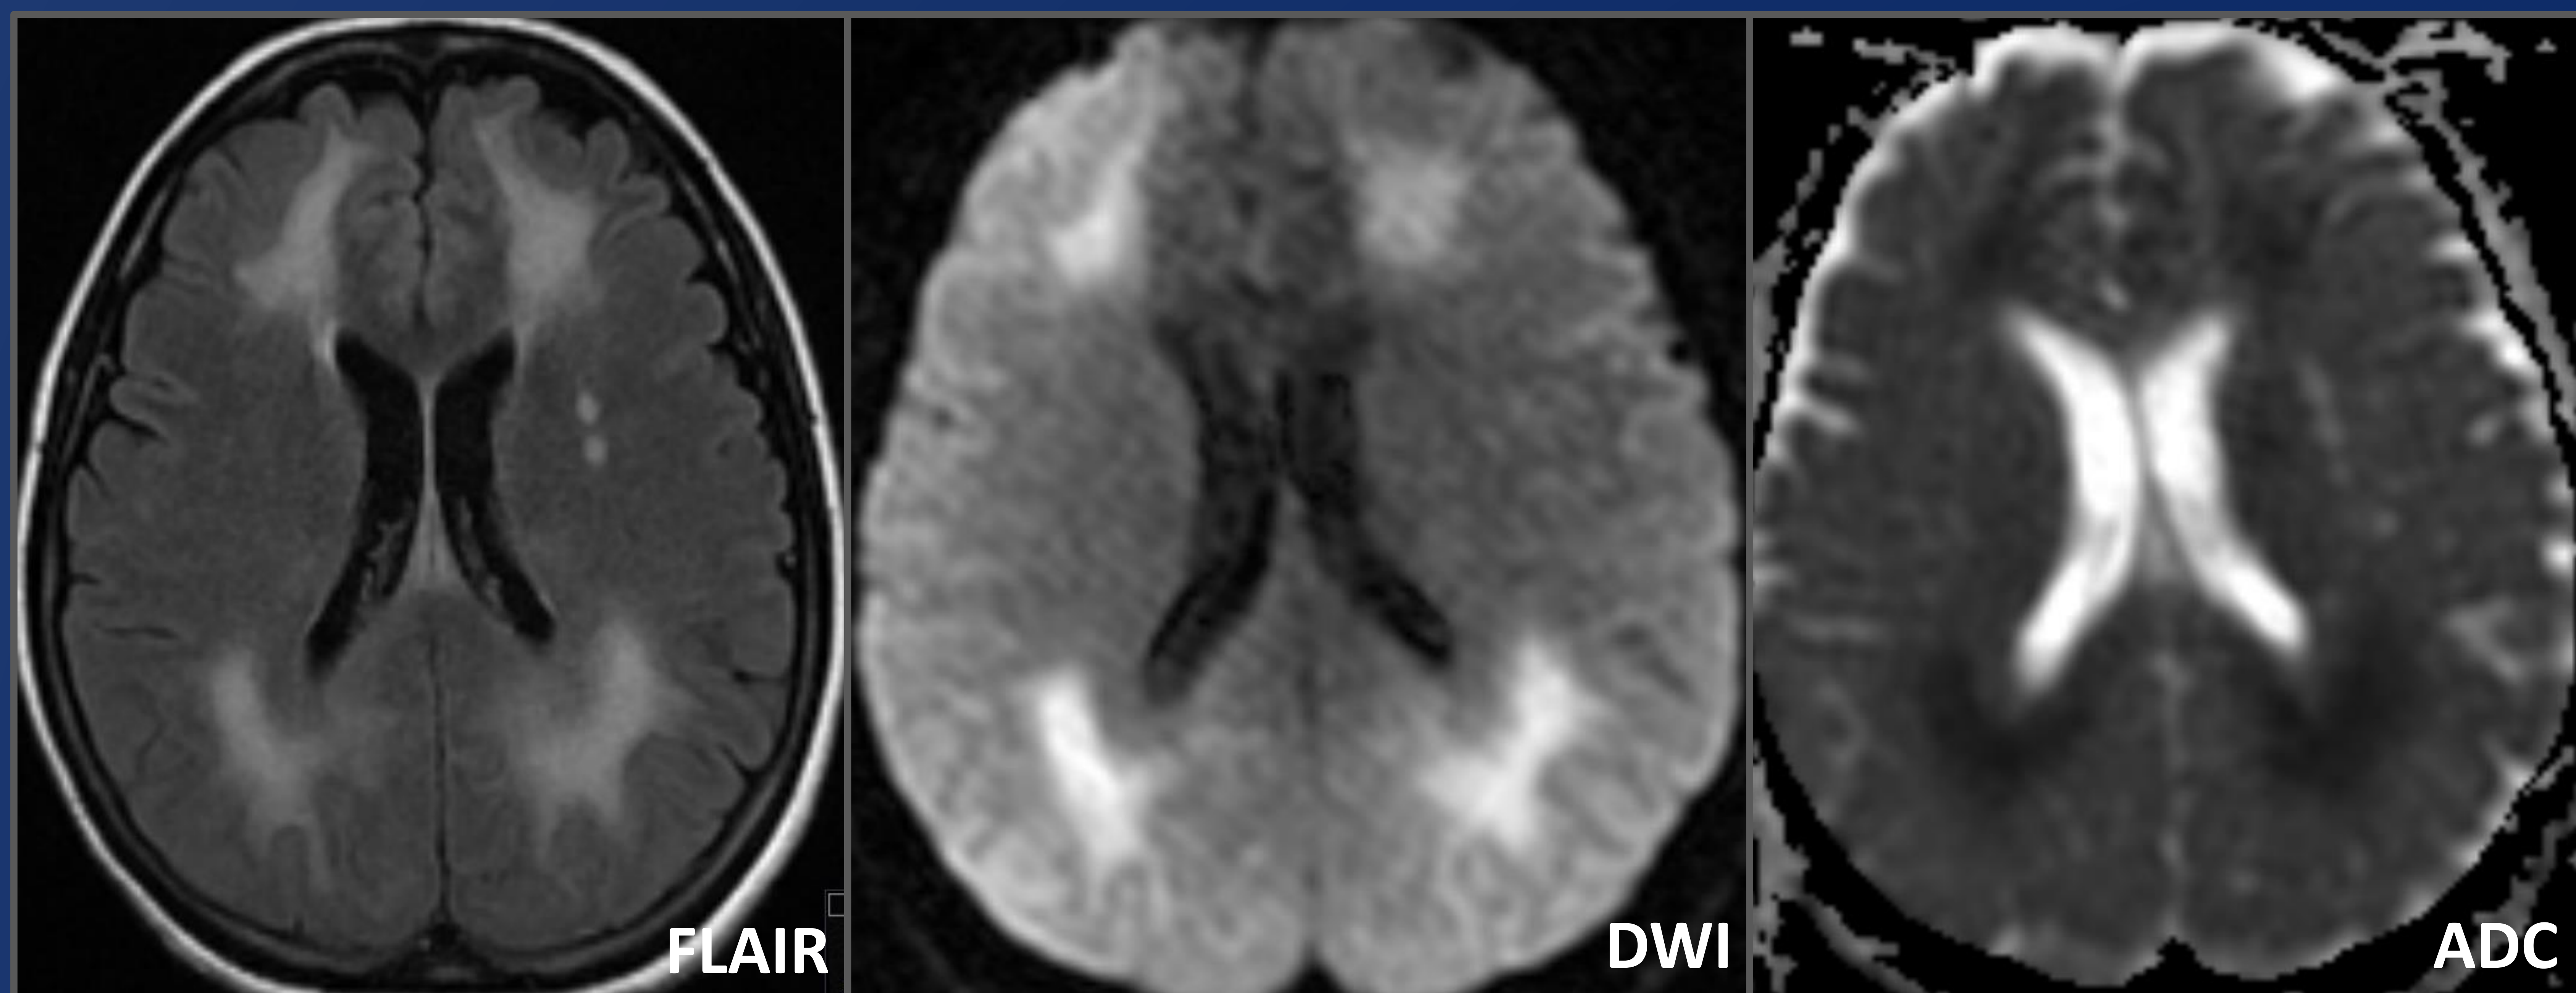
Mujer de 57 años con sospecha un mes antes de intoxicación por CO secundaria a la mala combustión de un brasero. Fue traída nuevamente por cuadro confusional, con punción lumbar y demás estudios de laboratorio sin alteraciones. La RM mostró los hallazgos típicos de intoxicación subaguda por CO.
